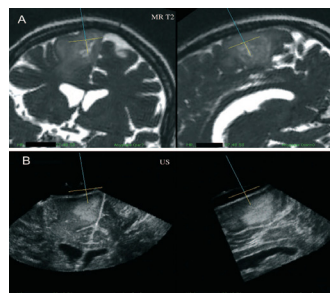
(A) RM pré-operatória; (B) Planos correspondentes de Ultrassonografia intra-operatória. Fonte ⁽²²⁾
